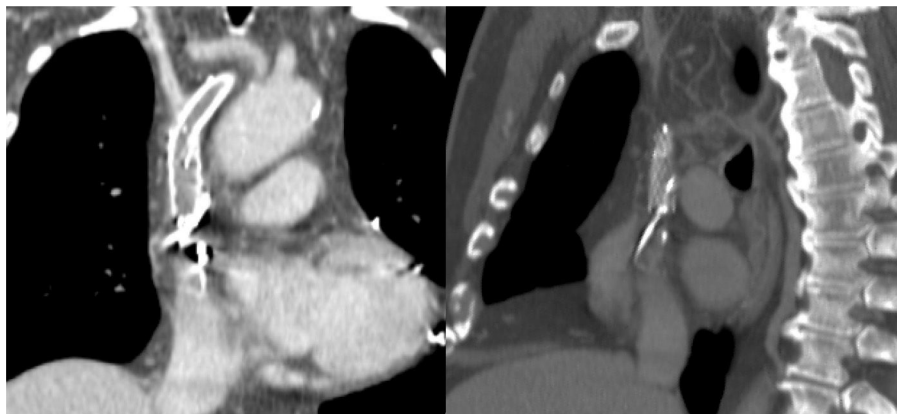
Angio-TC control al mes. Estent en VCS permeable y estent en tronco innominado con tendencia a estenosis.
